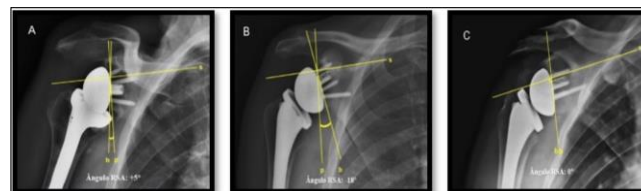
Radiografias do pós-operatório com a mensuração do posicionamento da placa glenoidal e glenosfera através do ângulo RSA. Inclinação superior (A); Inclinação Inferior (B); Inclinação neutra(C). Fonte: dados da pesquisa.
